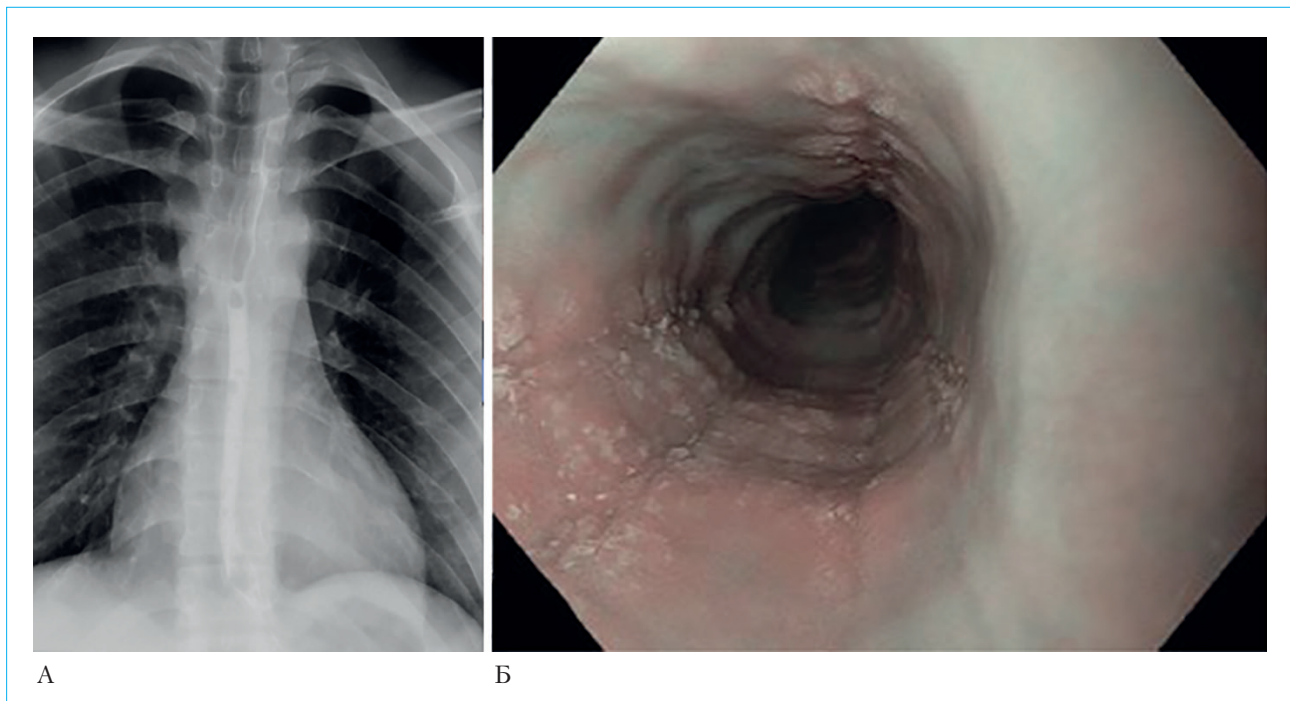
Узкокалиберный пищевод: А — рентгеноскопия с контрастом, сужение просвета большей части трубчатого пищевода при эозинофильном эзофагите; Б — эндософтография пищевода того же пациента
